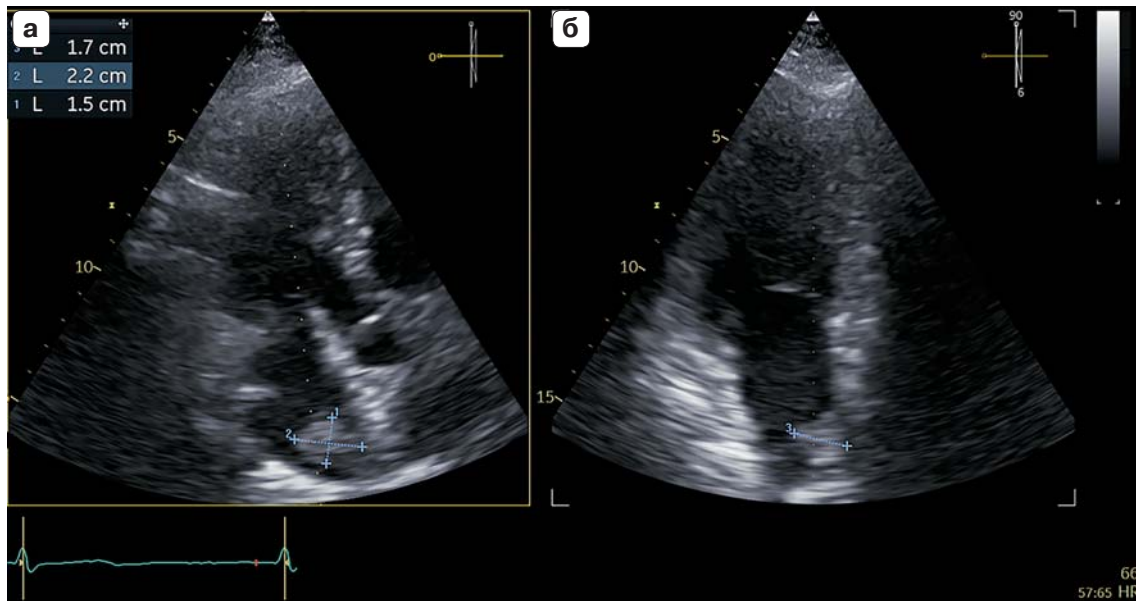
Трехмерная эхокардиограмма из верхушечного доступа, биплановое сканирование. а – апикальная пятикамерная позиция в диастолу желудочков (опорная плоскость), отчетливо визуализируется дополнительное эхопозитивное образование в левом предсердии размерами 1,5 × 2,2 см. Курсор перпендикулярной плоскости позиционируется на дополнительном образовании в левом предсердии; б – перпендикулярная опорной плоскости соответствует апикальной двухкамерной позиции. Размер образования в этой плоскости равен 1,7 см.
